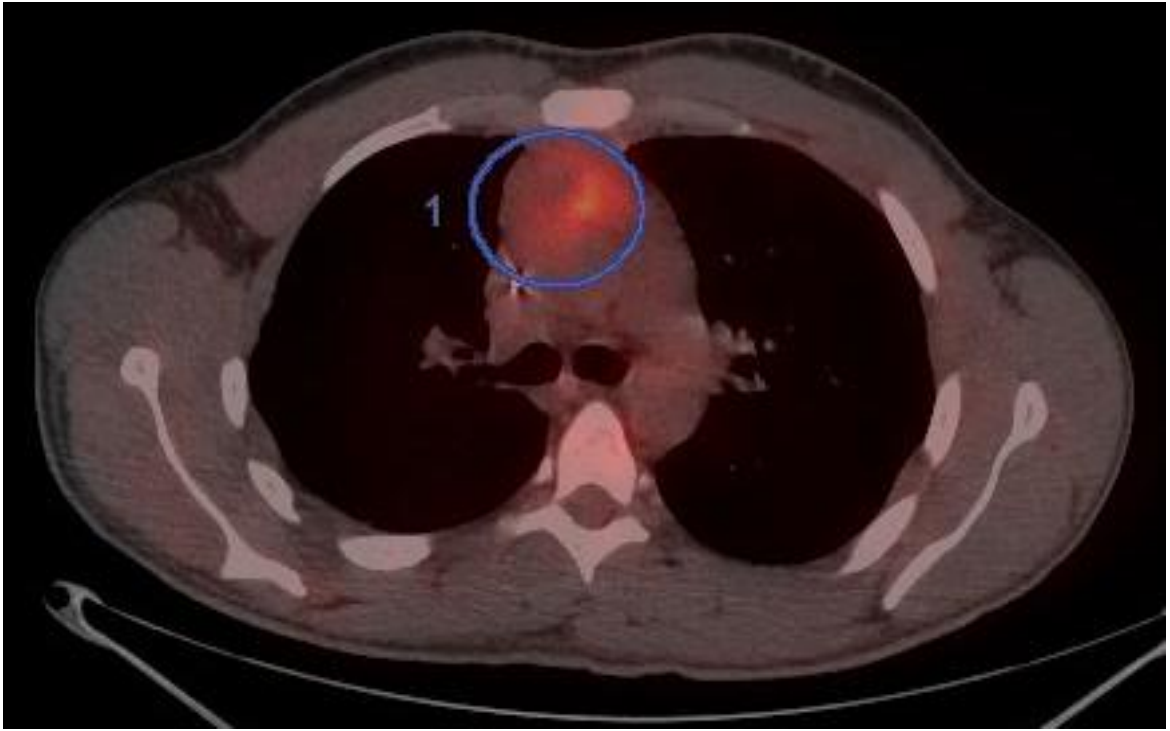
ПМВКЛ, 2 стадия. ХТ DA-R-ЕРОСН. Конгломерат переднего средостения с повышенным метаболизмом РФЛП. 3 балла по ПЭТ-шкале.
